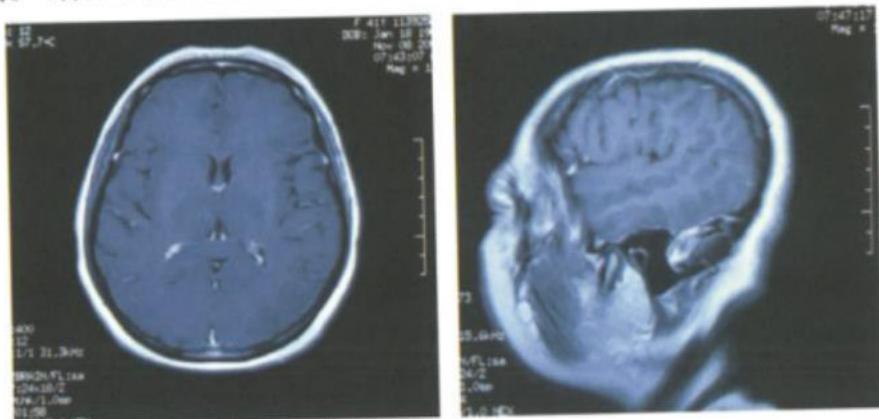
11月8日头颅MR增强正（左）侧（右）位CT显示脑转移瘤消失
